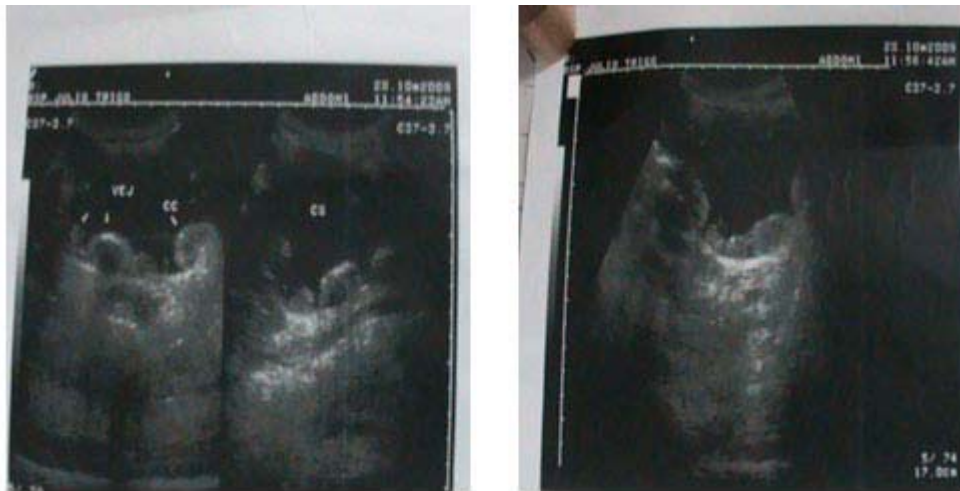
Ultrasonido abdominal ginecológico
